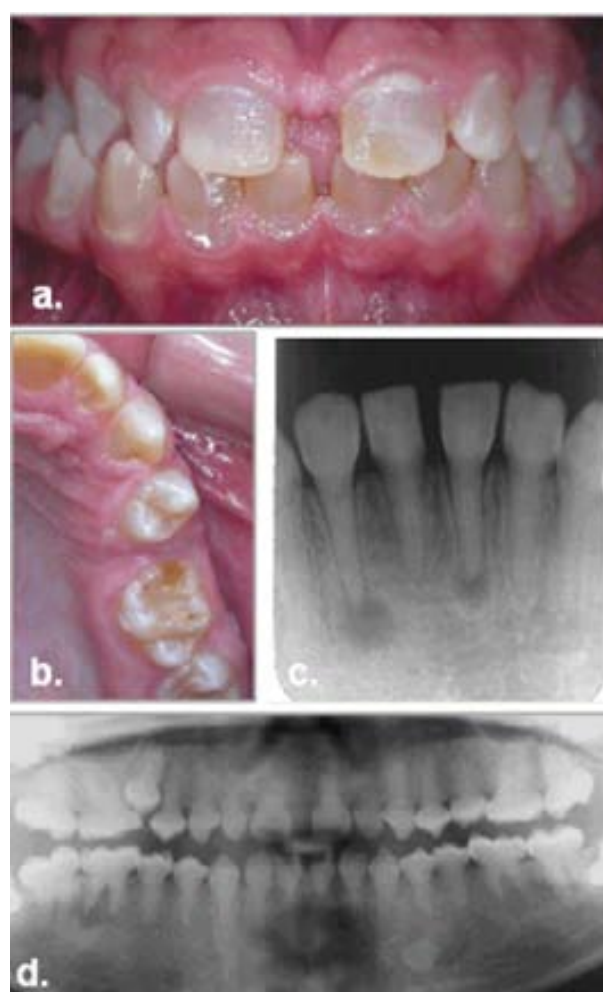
a. Fotografia intra-oral do paciente do sexo masculino evidenciando dentes com coloração alterada, diastema e maloclusão. b. Fotografia oclusal superior do lado direito do paciente, na qual se notam fratura de esmalte e exposições de dentina. c. Radiografia periapical evidenciando obliteração dos canais radiculares e lesões periapicais nos elementos 31 e 42. d. Radiografia panorâmica evidenciando dentes com raízes curtas, coroas bulbosas e obliteração dos canais radiculares.
